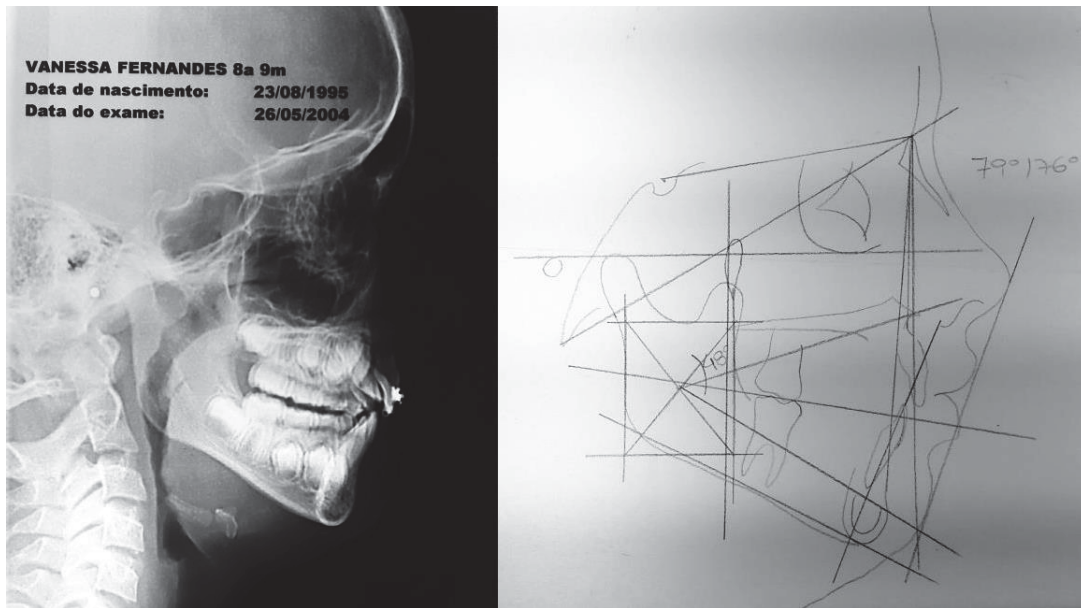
Telerradiografia inicial da paciente e traçado cefalométrico.
